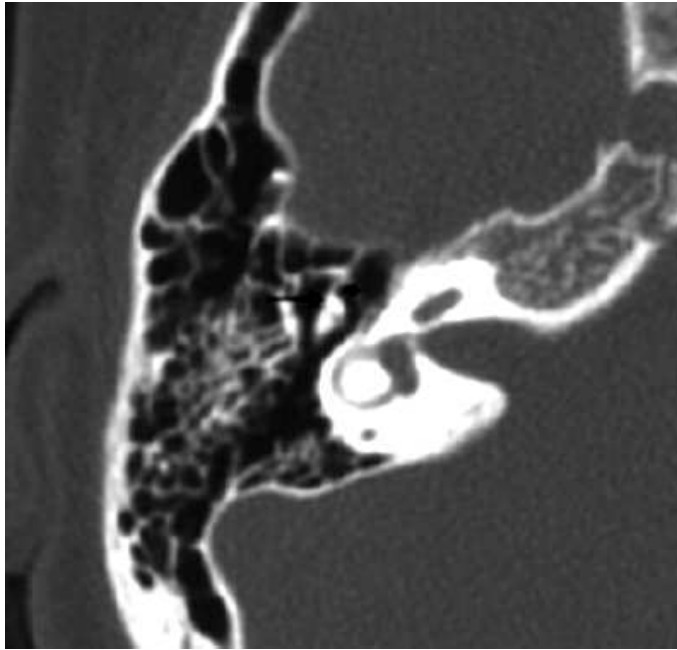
Fijación/barra del martillo. Imagen axial de TC que muestra un “cono de helado” formado por la cabeza del martillo (*flecha negra alta*) y el cuerpo del yunque, con una delgada proyección ósea (*flecha negra pequeña*) que se extiende hacia delante desde la cabeza del martillo.
